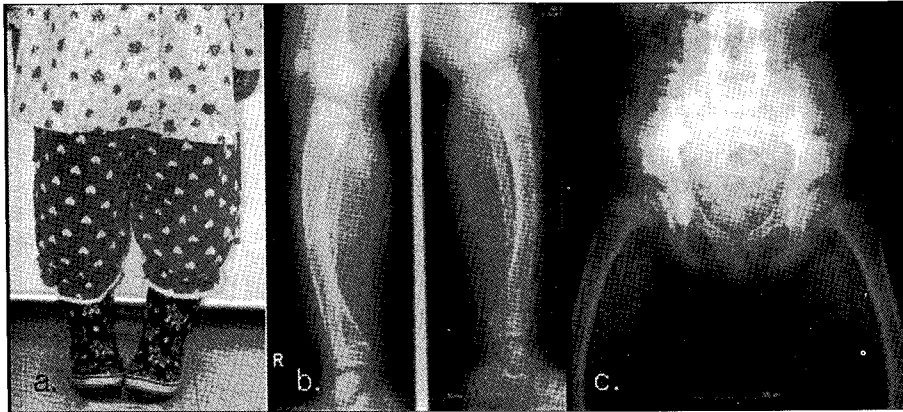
a. Clinical photo shows abnormalities of lower extremities characterized by bowing of legs. b,c. Radiographic examination of legs and hip bones.
